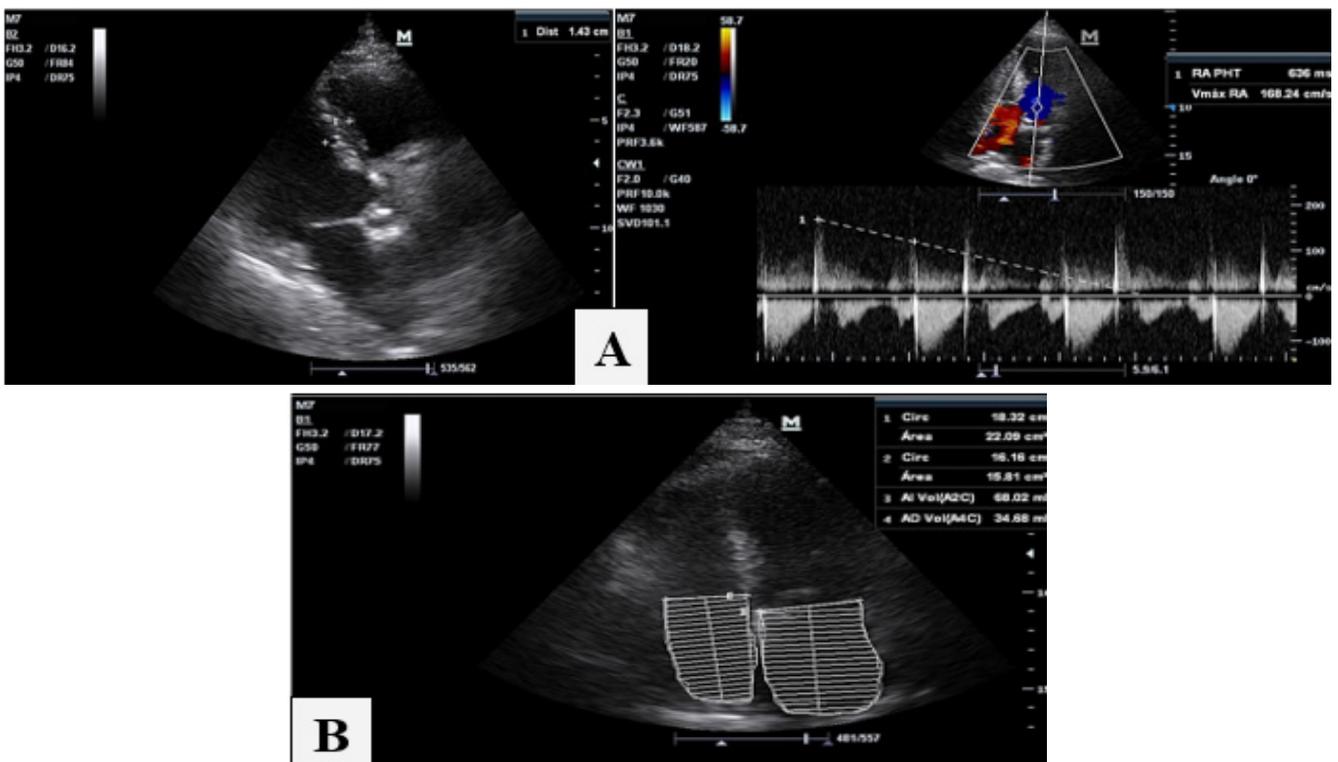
Ecocardiografía: A. Se evidencia en válvula aortica la presencia de trivalva con estructura que evidencia engrosamiento de valva no coronaria con vegetación lo que provoca insuficiencia leve con PHT de 363 ms. B. Espesor parietal con hipertrofia septal moderada más remodelado concéntrico del VI de probable etiología hipertensiva con diámetros conservados
